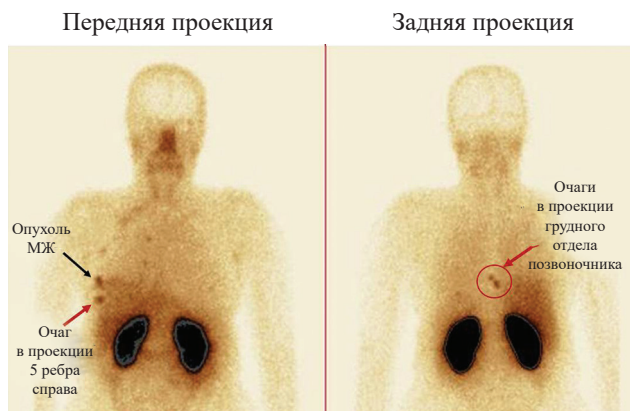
Данные планарной сцинтиграфии скелета больной HER2-позитивным РМЖ через 2 ч после введения препарата «^{99m}Tc-ADAPT6» (передняя и задняя проекции): черная стрелка – визуализация очагов патологической гиперфиксации радиоиндикатора в проекции первичной опухоли правой молочной железы; красные стрелки – очаги в проекции 5-го ребра справа по срединно-ключичной линии и тел 8-го и 9-го грудных позвонков
